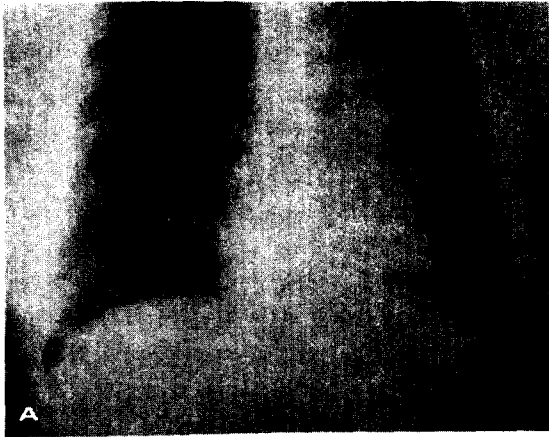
A. Preoperative chest radiograph shows left upper lobe atelectasis.
